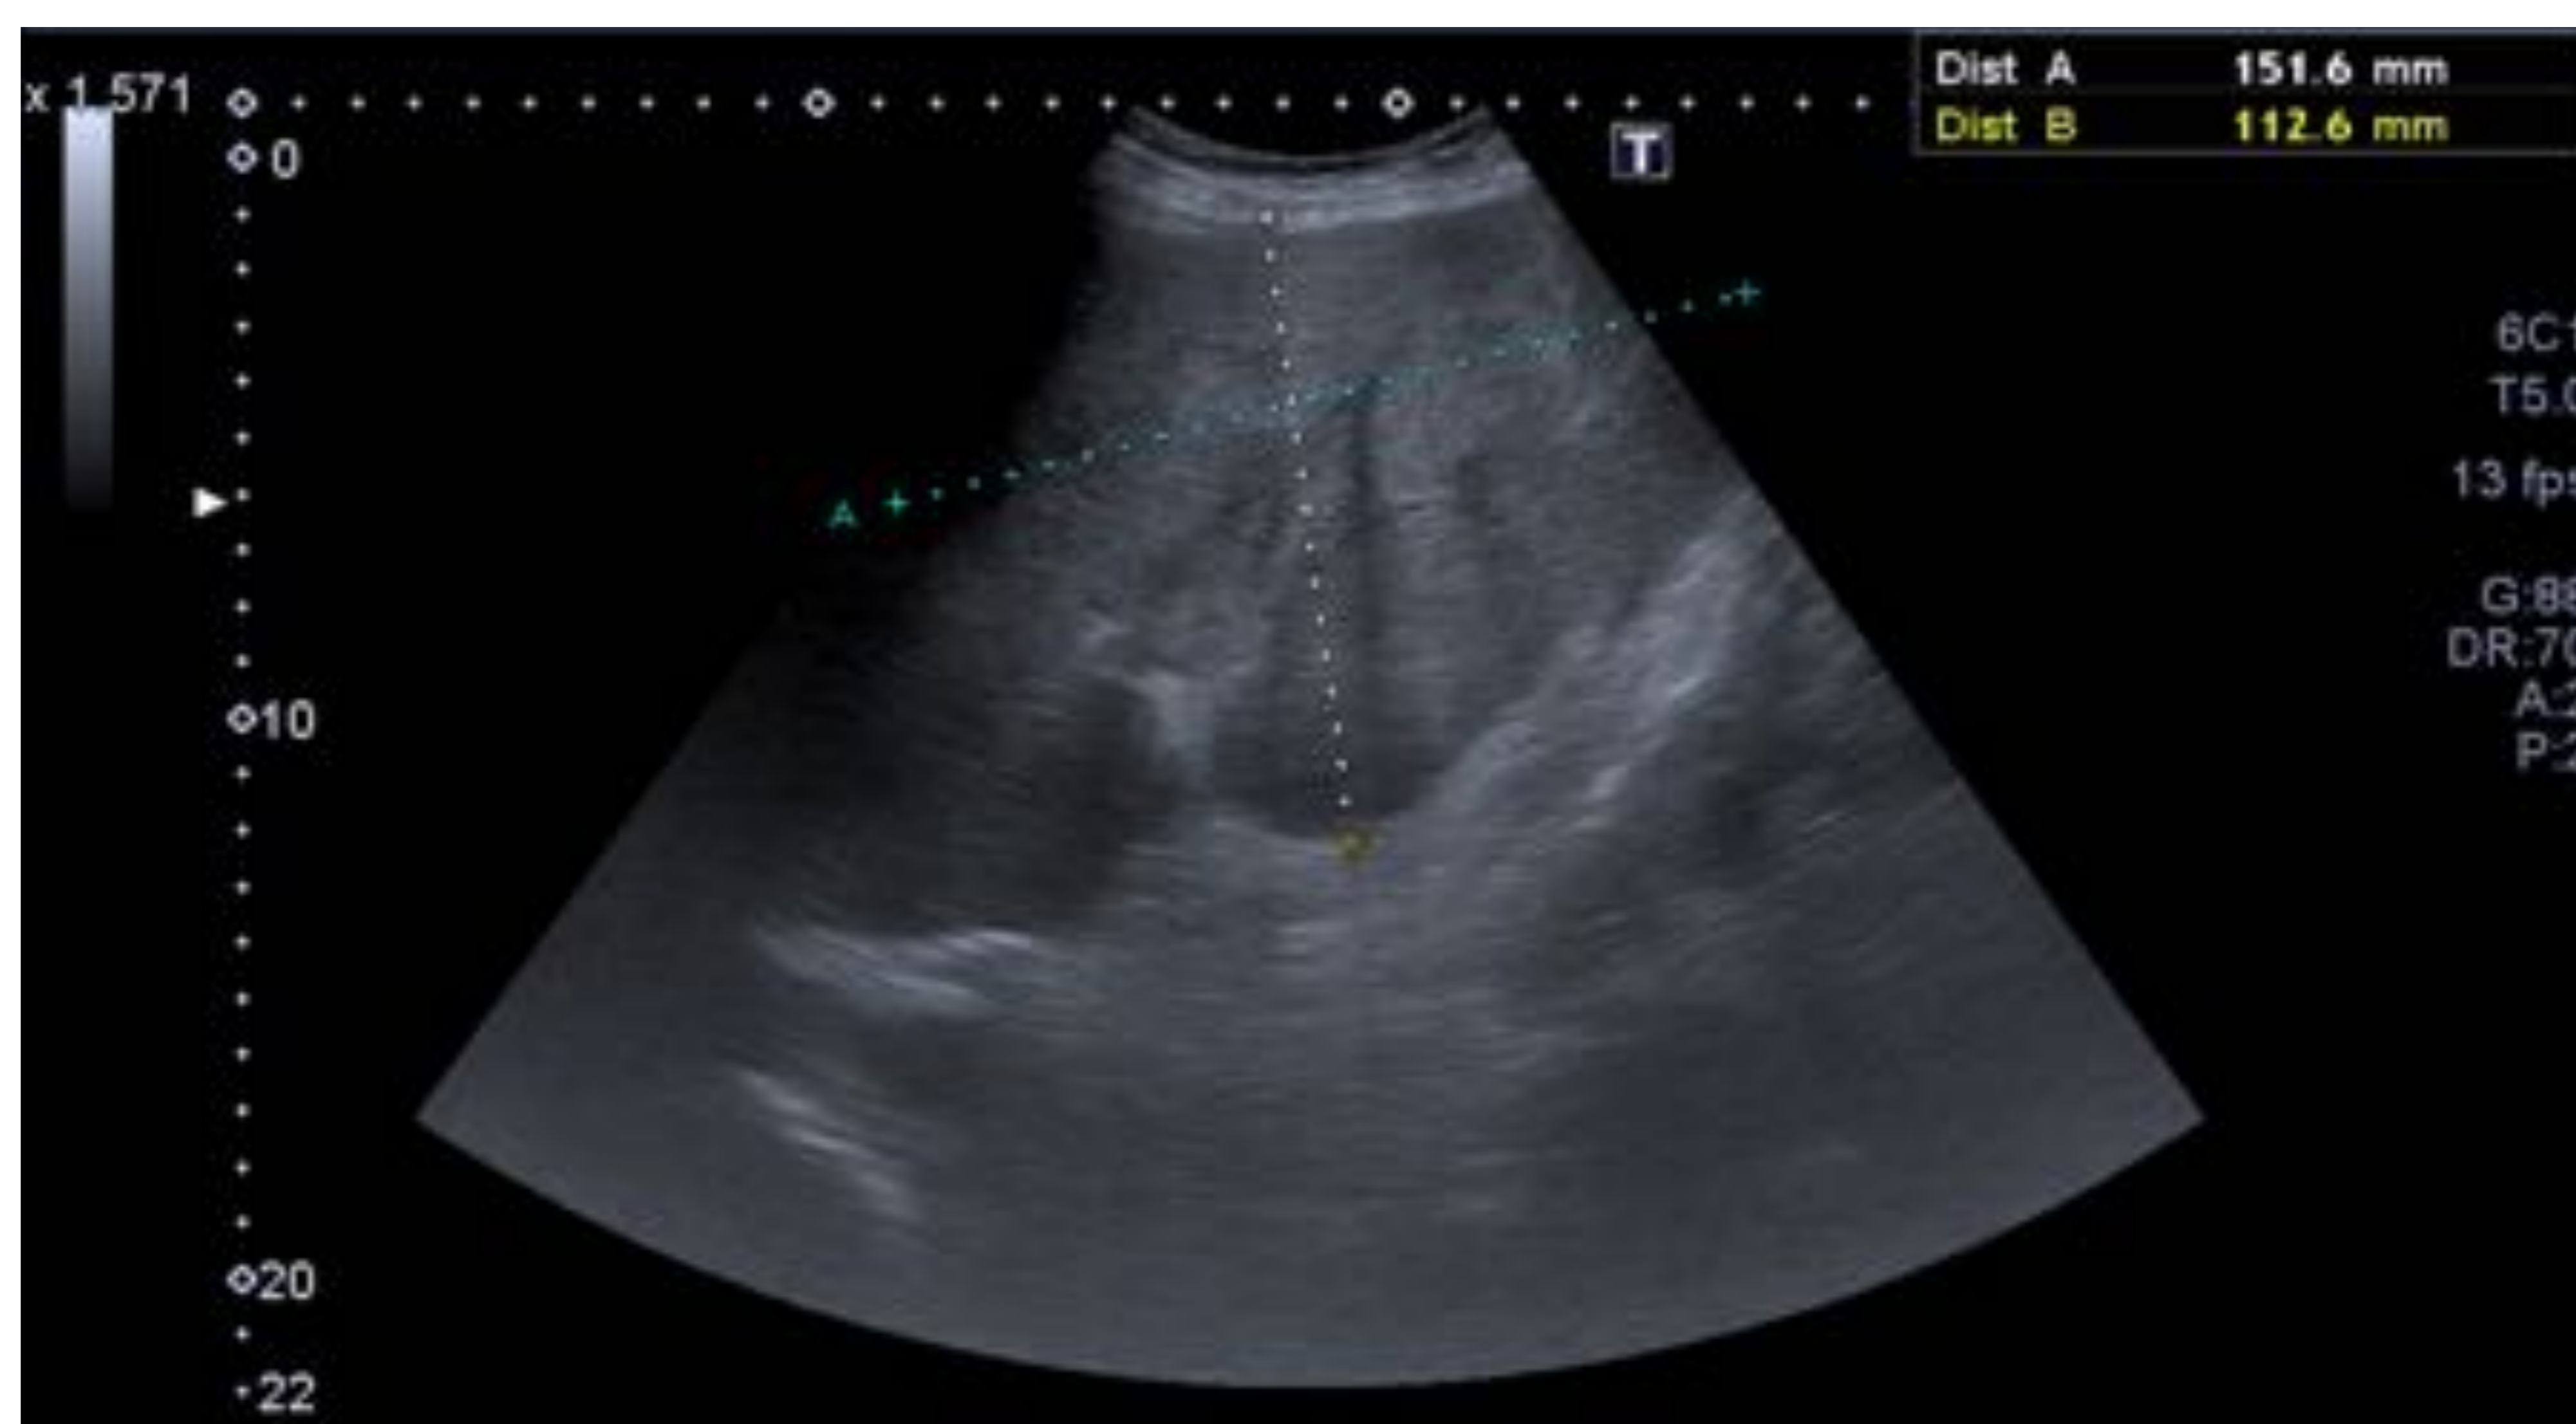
Distorsión parenquimatosa en un varón de 76 años con signos de hepatopatía crónica y descompensación hídrica. En este corte axial del hígado se observa crecimiento del lóbulo hepático izquierdo (LHI) con alteración de su ecoestructura, que asocia áreas de menor ecogenicidad. En un estudio posterior con RM se demostró que se trataba de un HCC con elevación de AFP.
